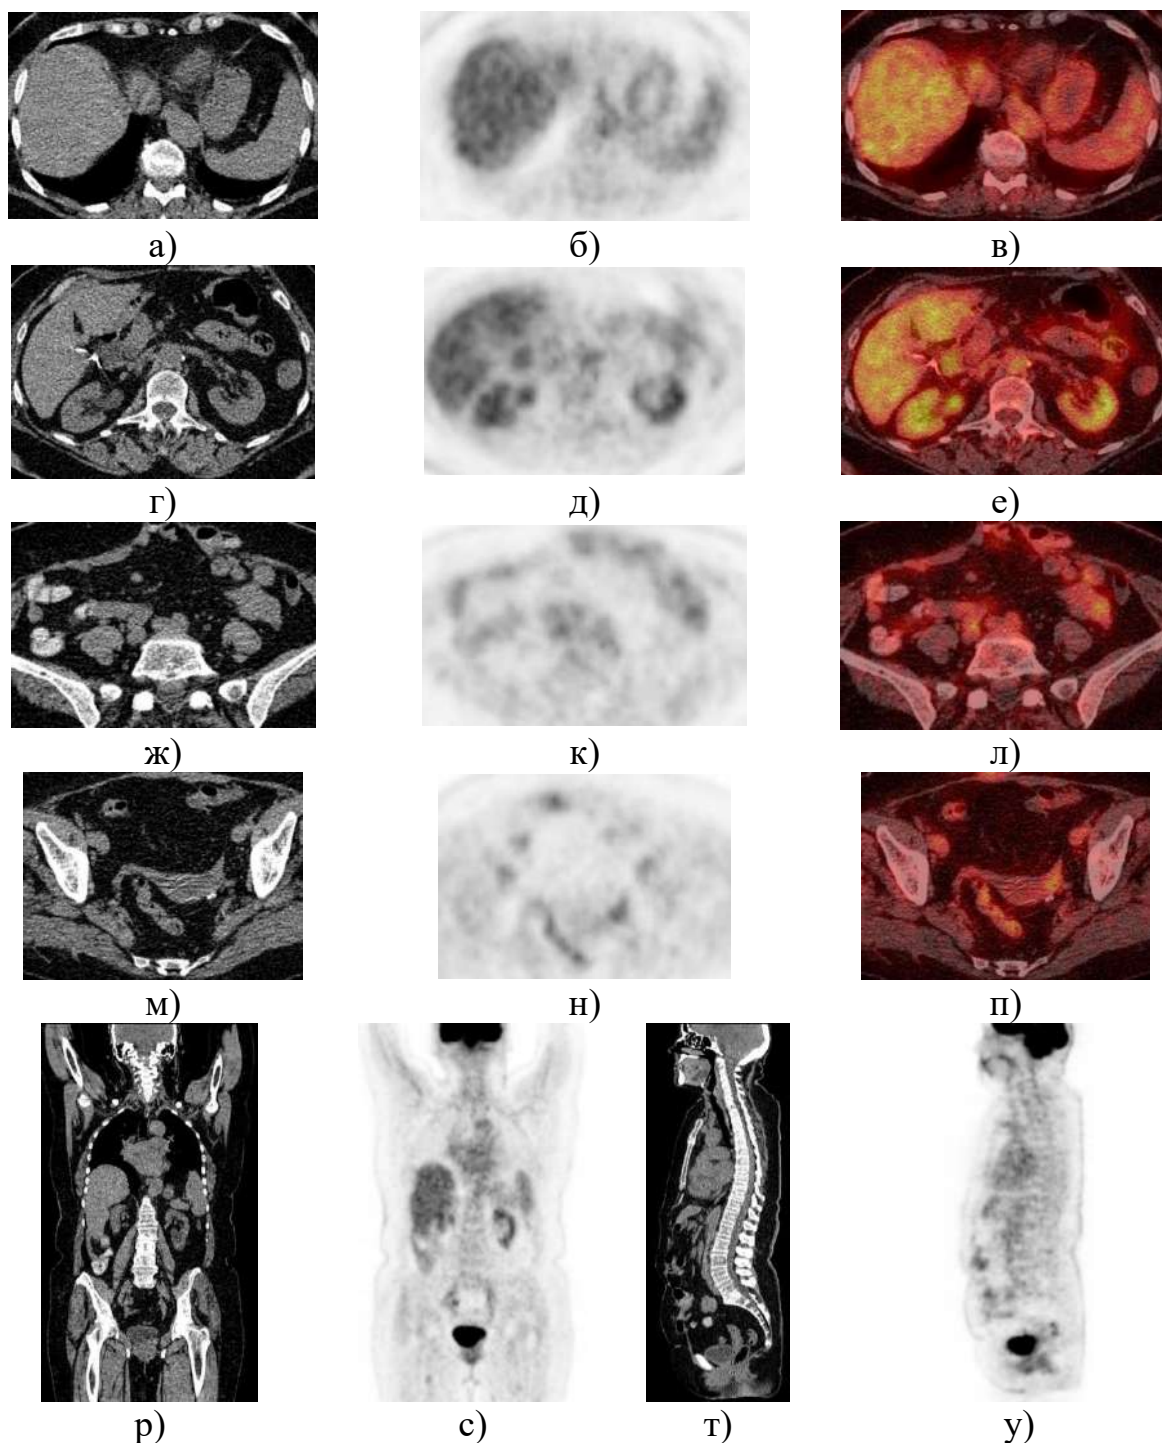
Топографическая реконструкция изображений ПЭТ/КТ исследования:
